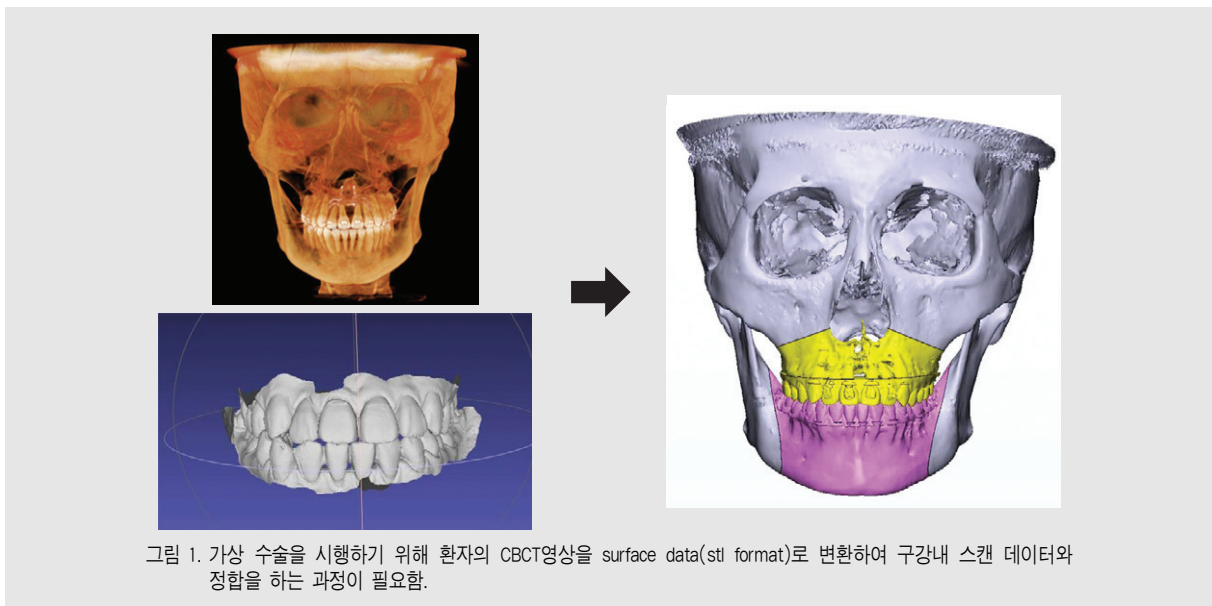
가상 수술을 시행하기 위해 환자의 CBCT영상을 surface data(stl format)로 변환하여 구강내 스캔 데이터와 정합을 하는 과정이 필요함.
